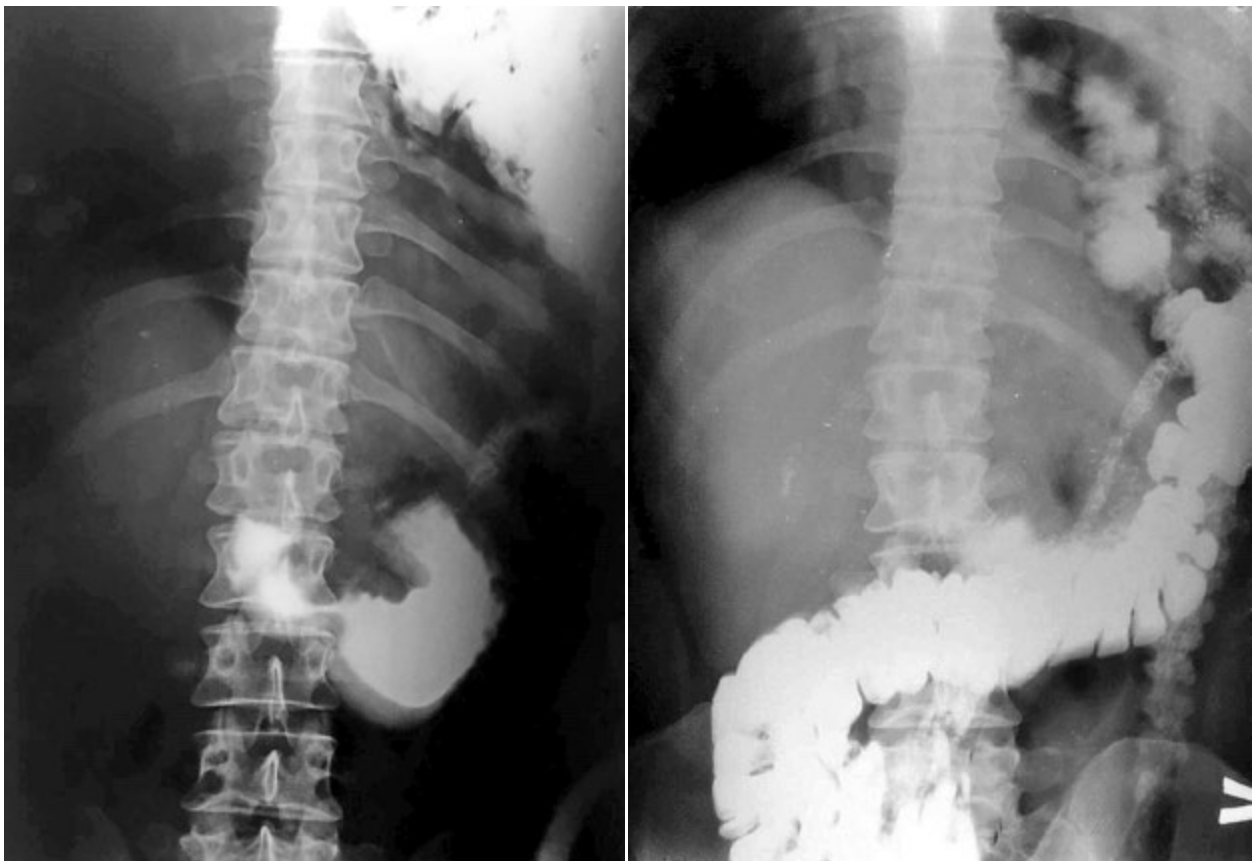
Контрастная рентгенография желудочно-кишечного тракта. В брюшной полости контрастируются только выходной отдел желудка, часть двенадцатиперстной кишки и нисходящая часть толстого кишечника
